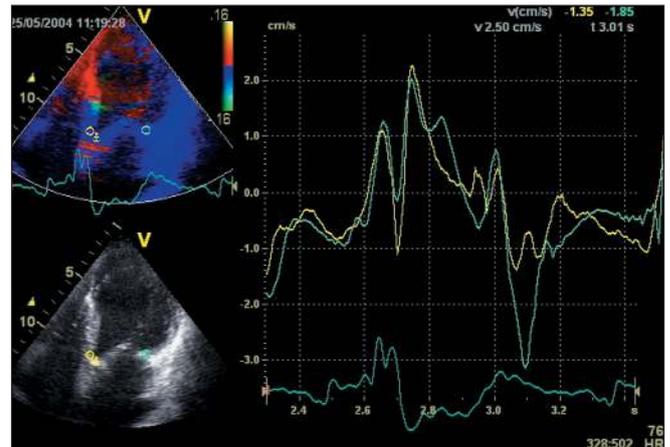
DTI reconstruit permettant l'obtention de courbes de vitesses sur un enregistrement DTI couleur. L'intérêt de cette technique est la comparaison des courbes Doppler entre différentes zones myocardiques.
